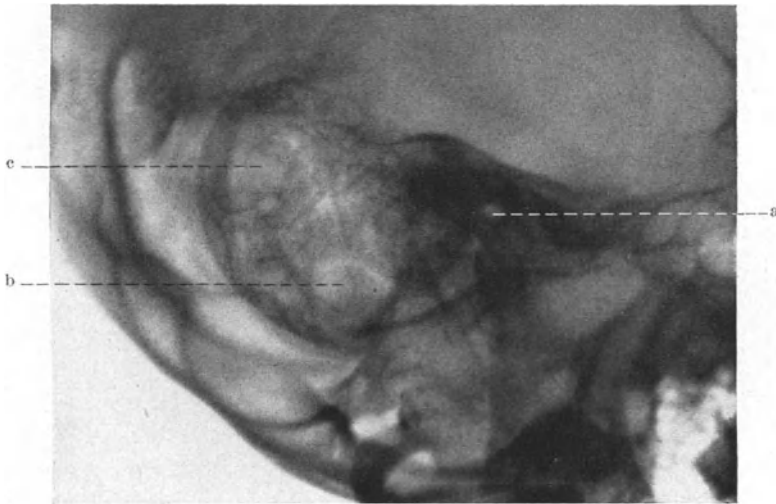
Röntgenbild desselben Falles wie Abb. 99, 8 Tage später. Man sieht an der Spitze des Warzenfortsatzes und hinten oben einen Einschmelzungsherd. a Äußerer Gehörgang, b Einschmelzungsherd an der Spitze des Warzenfortsatzes, c Einschmelzungsherd im hinteren oberen Teil des Warzenfortsatzes.
